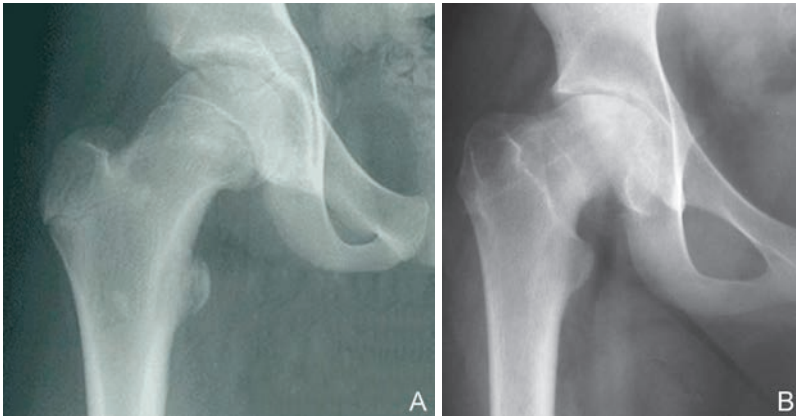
Radiographie de hanche de face montrant : une épiphysiolyse débutante (A); une épiphysiolyse évoluée (B).
